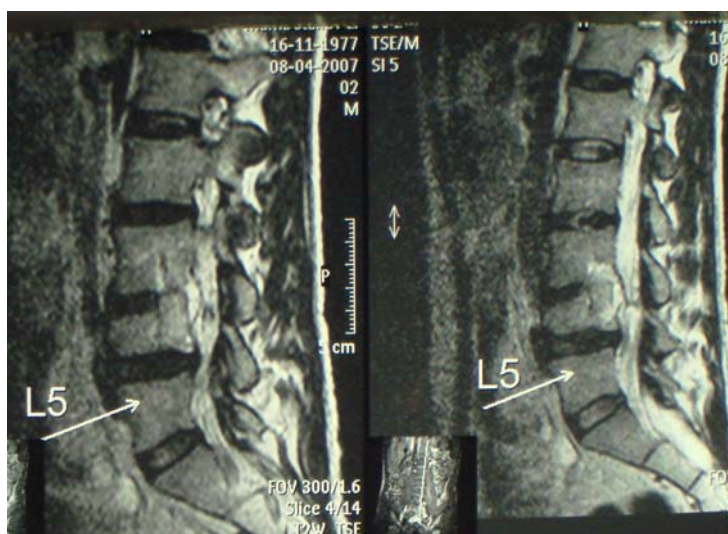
Магнитно-резонансная томография позвоночника того же больного А., после операции в боковой проекции. Клин Урбана резецирован, определяется вертикально уложенный трансплантат, стеноз позвоночного канала устранен.
